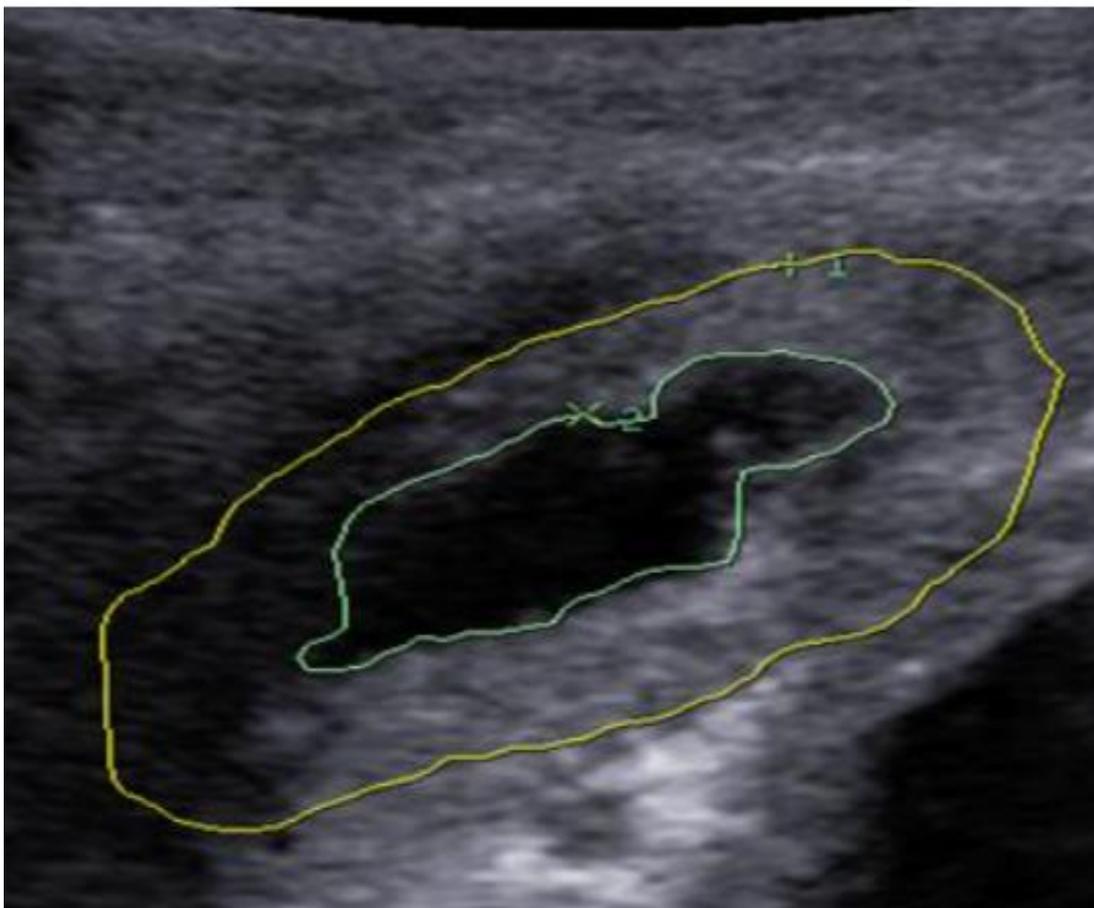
УЗИ снимок лонного сочленения.
